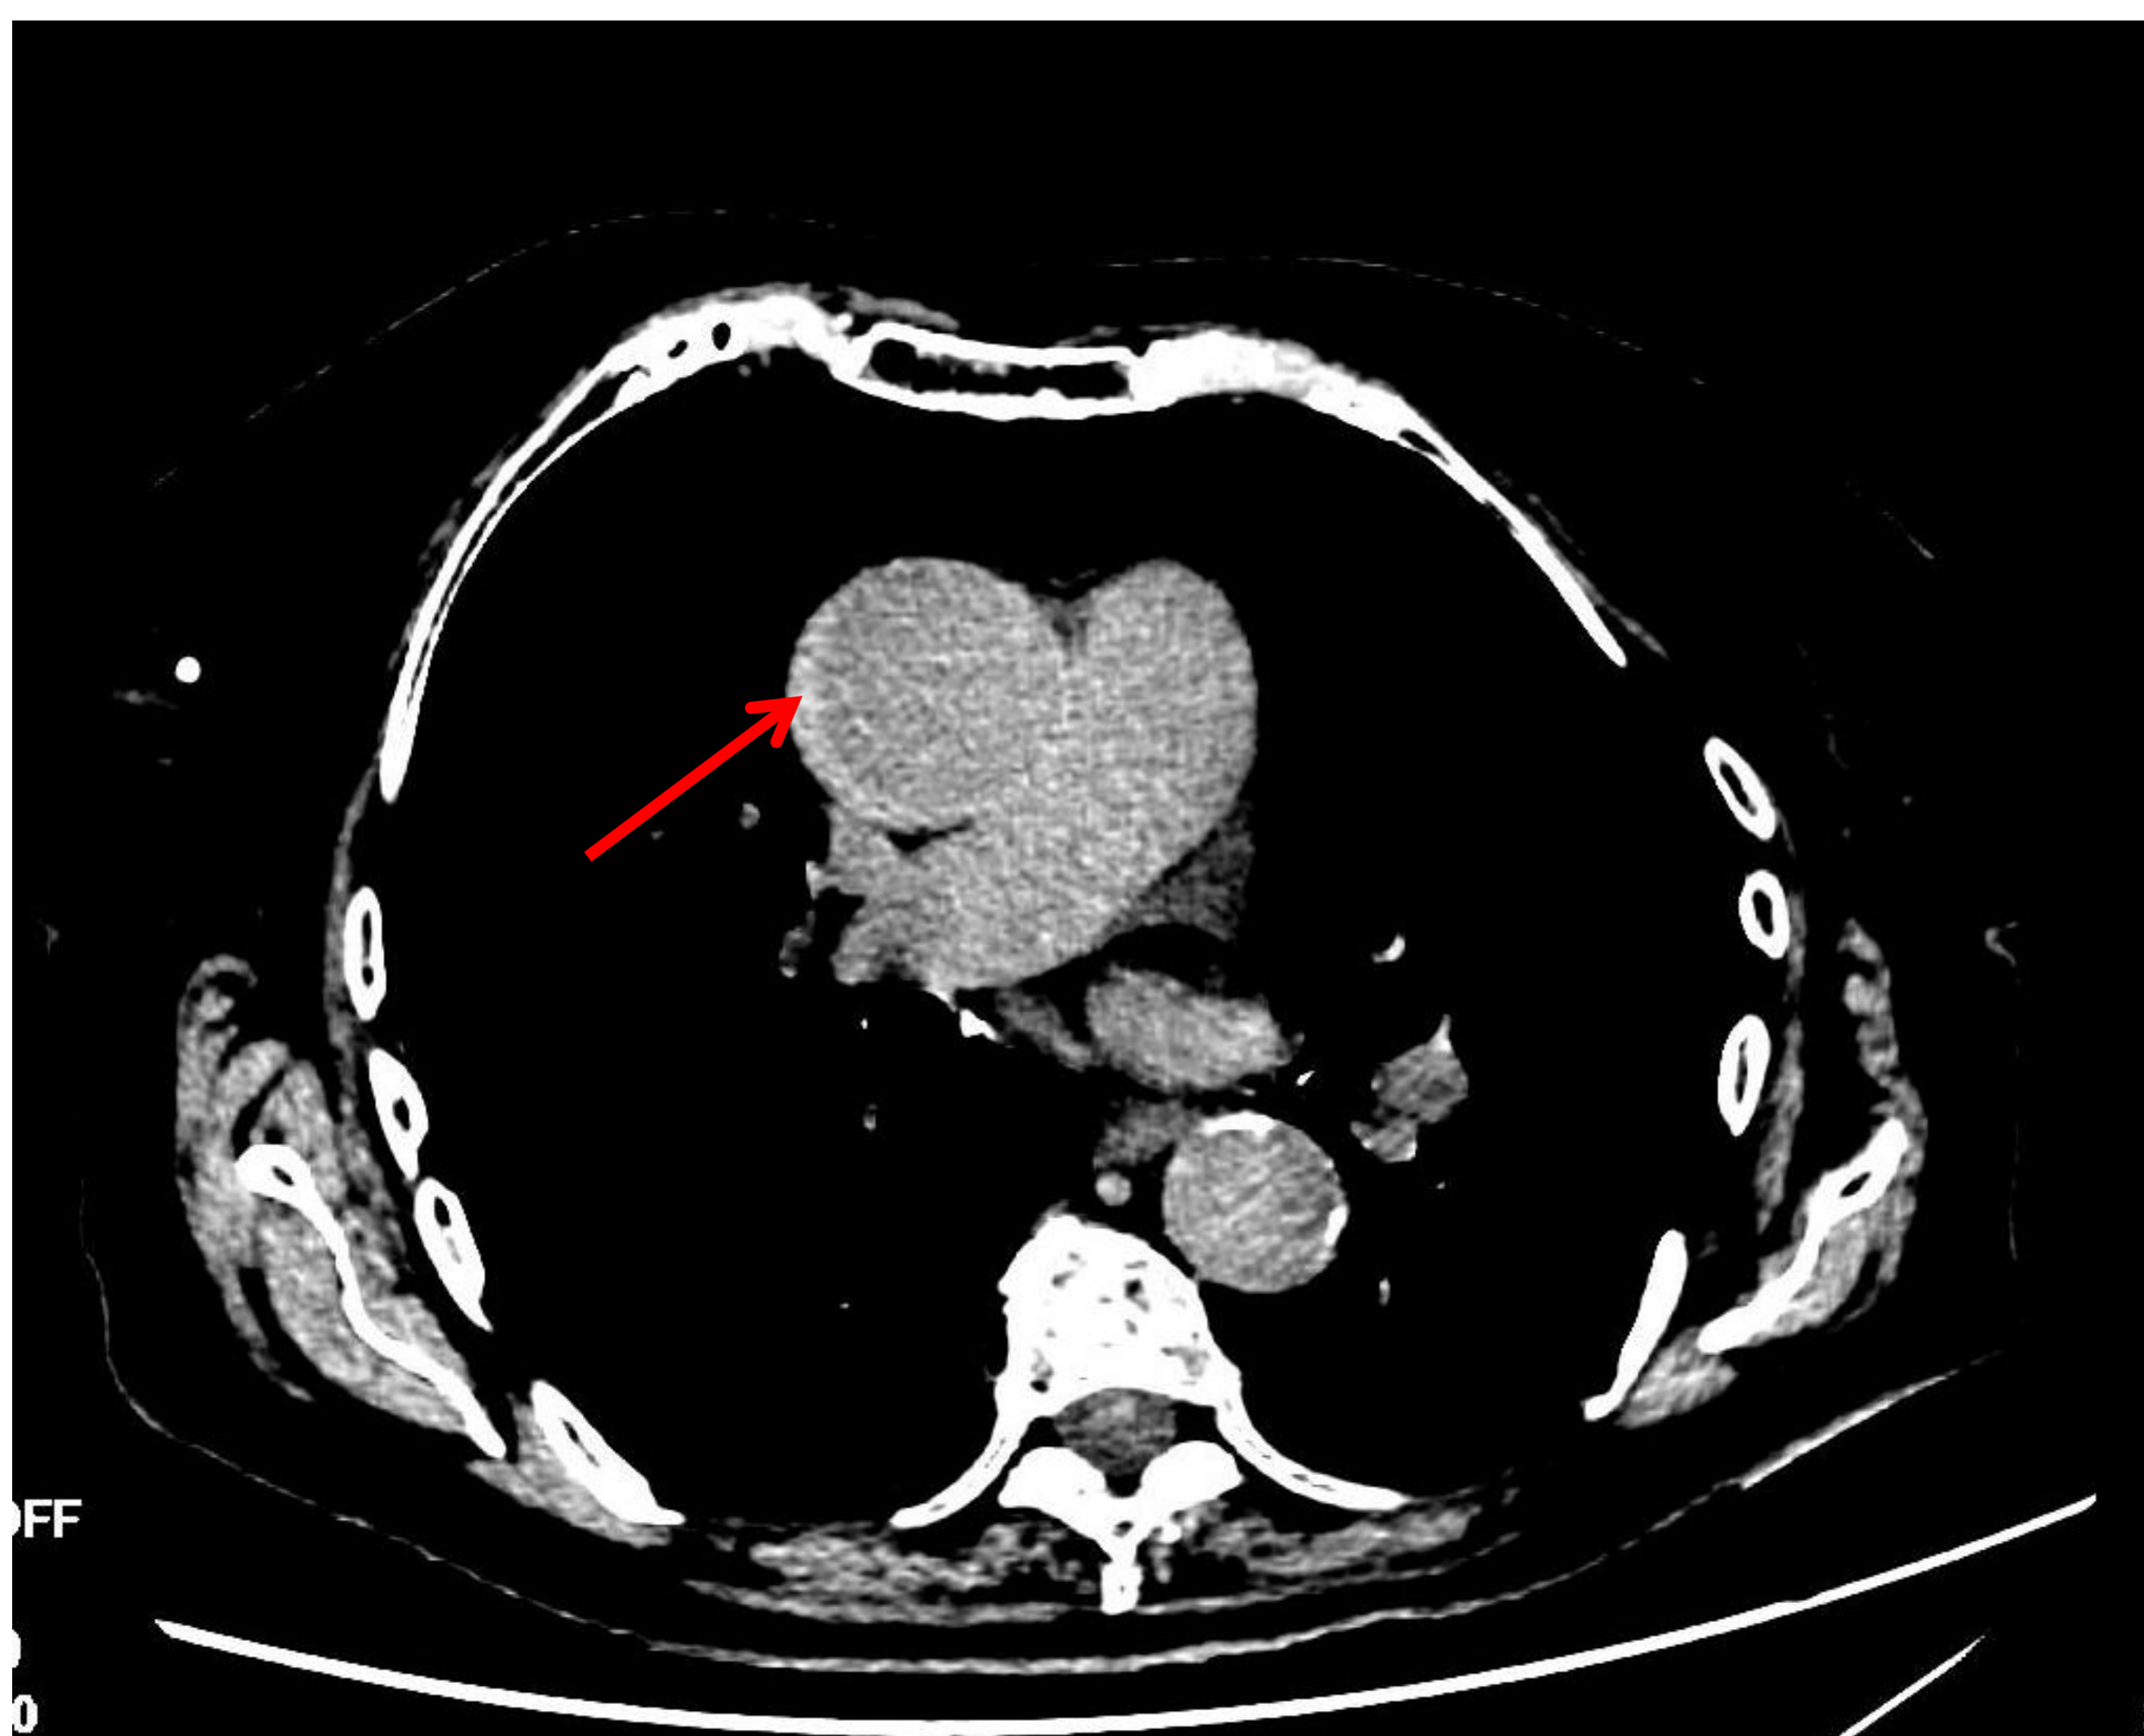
Paciente de 80 años el la que se solicita TC de tórax por disnea. Se observa a nivel de aorta ascendente una semiluna hiperdensa en la adquisición sin contraste, compatible con hematoma intramural (flecha roja).
